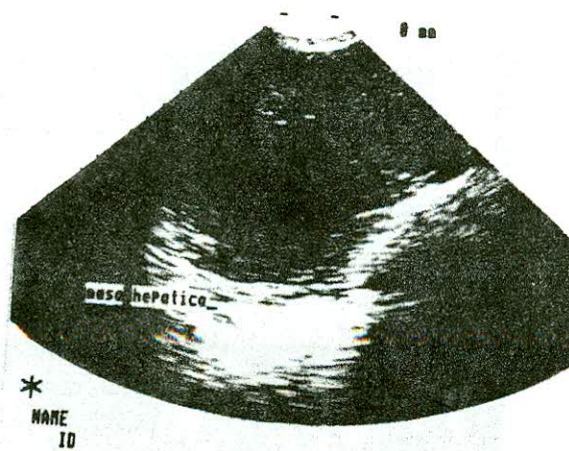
IMAGENES ULTRASONOGRAFICAS
